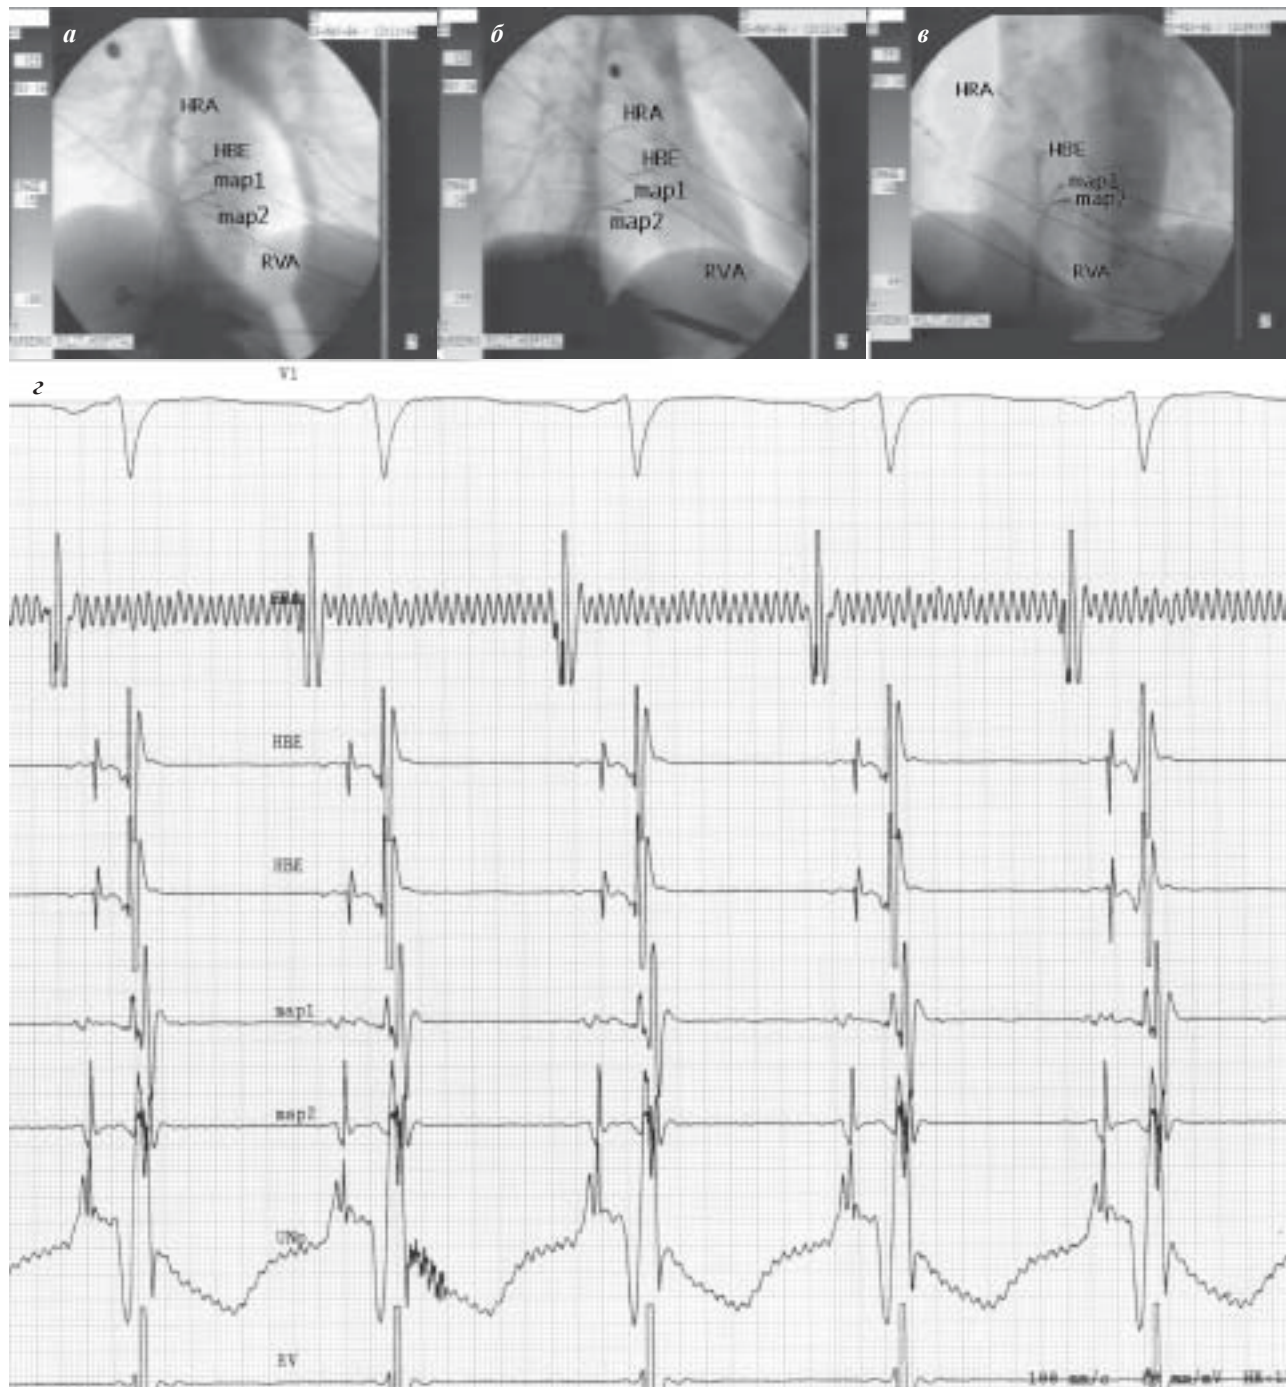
На рентгенограммах сердца в прямой (а), правой (б) и левой (в) косых проекциях представлено расположение катетеров, установленных в верхушке правого желудочка (RVA), в области пучка Гиса (His), в верхне-латеральных отделах правого предсердия (HRA), в области «медленной части» АВС (map1) и точке регистрации нового потенциала (map2). На рисунке 1г отображены отведение V1, биполярные электрограммы, регистрируемые с электродных пар катетеров (HRA, His, map 1, map 2, RVA) и монополярная электрограмма с дистального кончика электрода map2. При предложенной нами методике регистрации потенциал медленной части АВС регистрируется на участке (map 2), который более отдален от компактной части АВС (His), чем традиционный феномен, иллюстрирующий «медленное» проведение по типу потенциала M.Haissaguerre.
